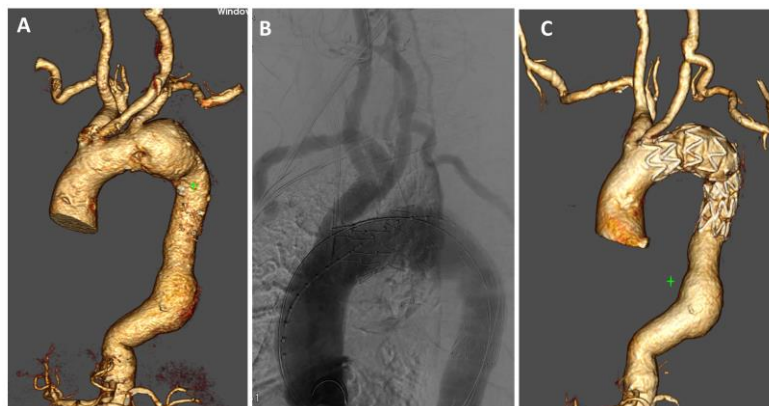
(A): 82-jähriger Patient mit einem thorakalen Aortenaneurysma. (B): Intraoperative Angiographie nach Carotis-Subclavia Bypass und TEVAR. (C): Postoperative CT-Angiographie Kontrolle
